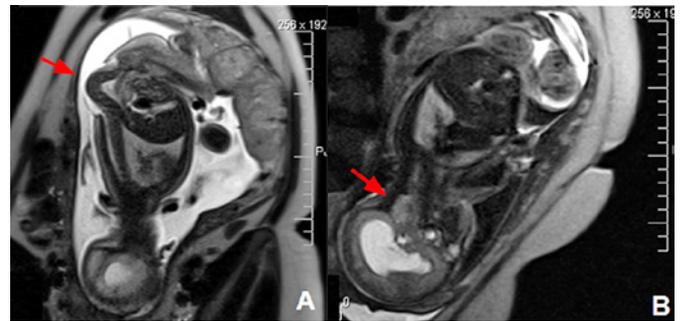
Imagens da ressonância magnética fetal mostrando cifose congênita associada à meningomielocèle (A), além da malformação de Arnold-Chiari (B) (ver setas).
